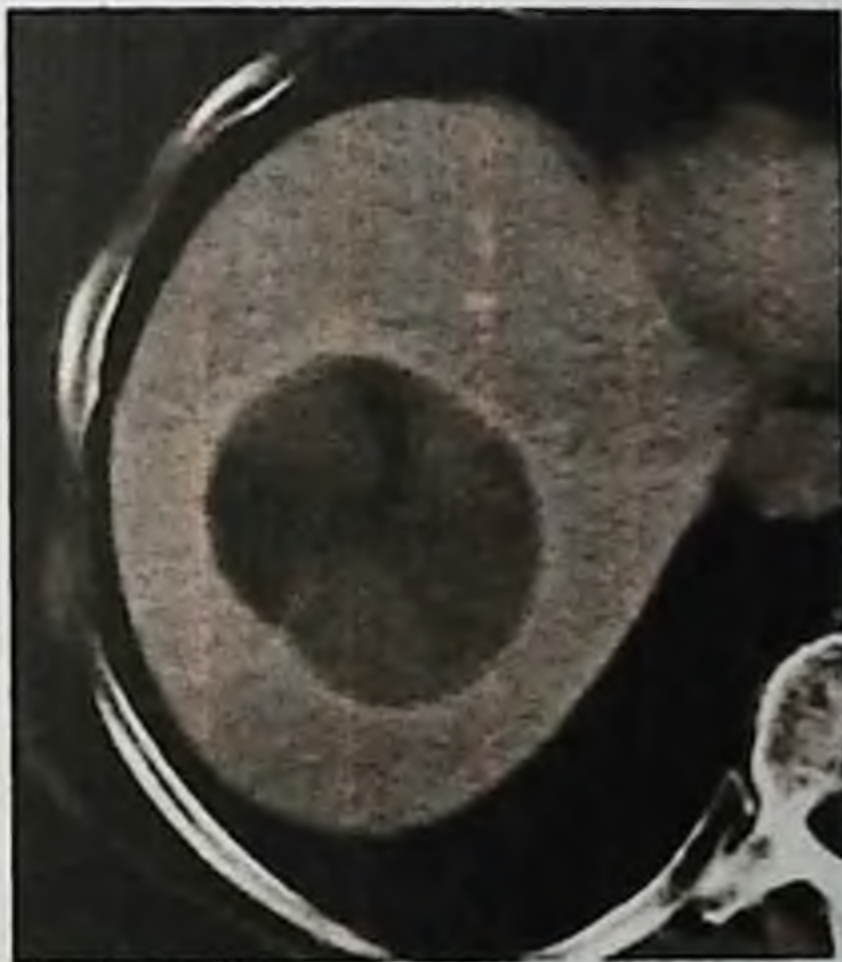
КТ. Эхинококковая киста правой доли печени с дочерними пузырями
